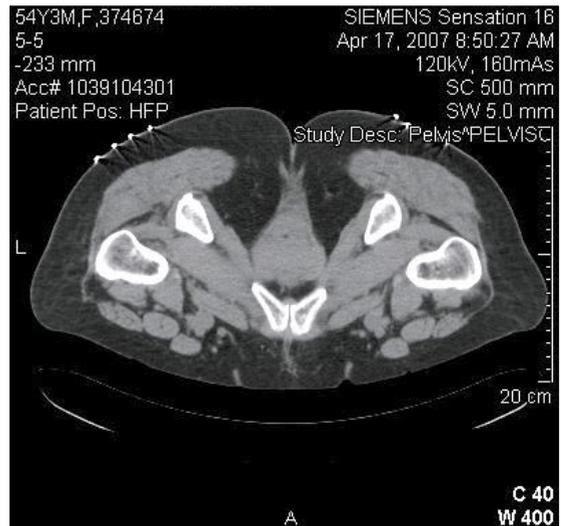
Imagen de la pelvis en la tomografía axial computada. Se observa la grilla como punto de referencia para la inserción de las agujas.
